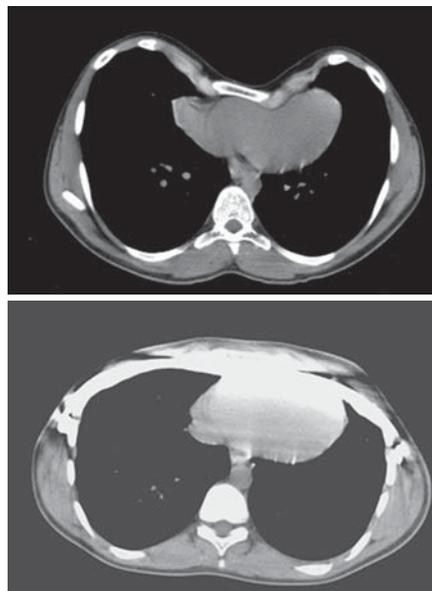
КТ до и после операции
